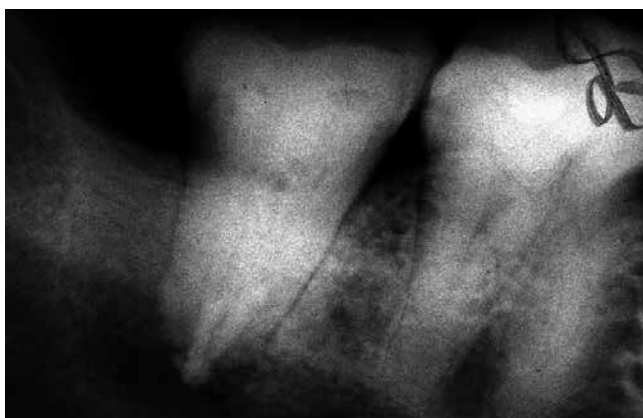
Контрольная рентгенограмма через три месяца после obturации апикальной трети обоих корней МТА, термoplastифицированной гуттаперчи; элиминации кармана дистального корня с помощью Easy-graft™. Положительная динамика костного восстановления
